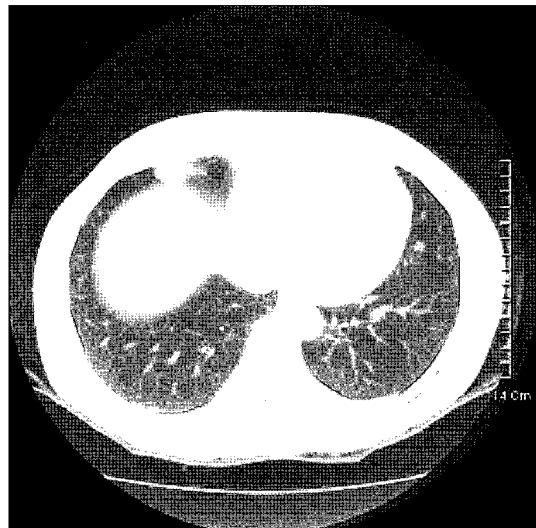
A computed tomography shows a nodular lesion in right middle lobe.
